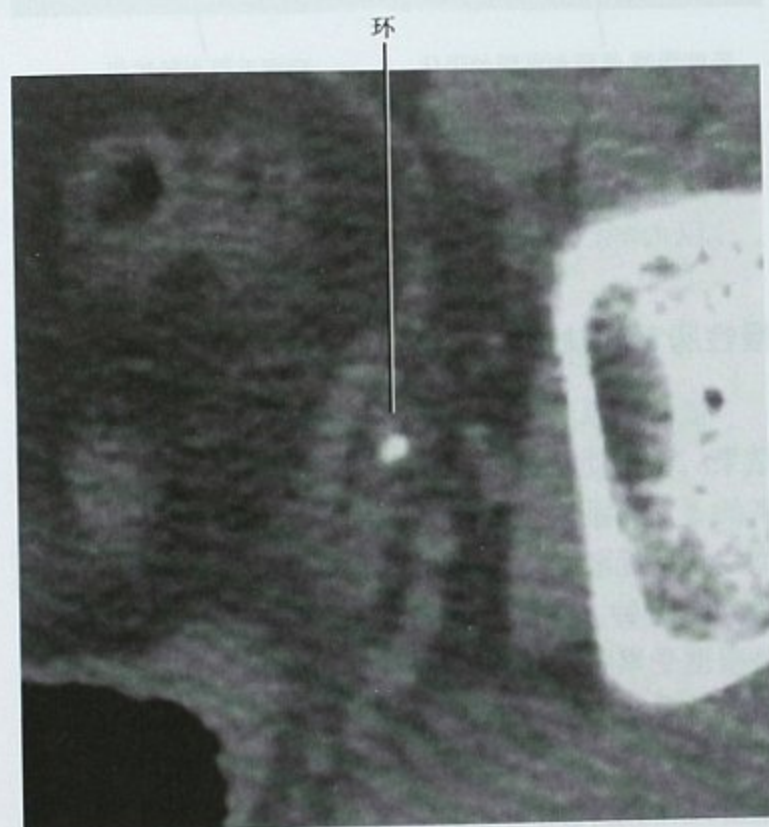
平扫 CT 横断位图像,显示钙化周围软组织环,提示这个钙化位于输尿管内。环是增厚的输尿管壁,更多见于小结石
